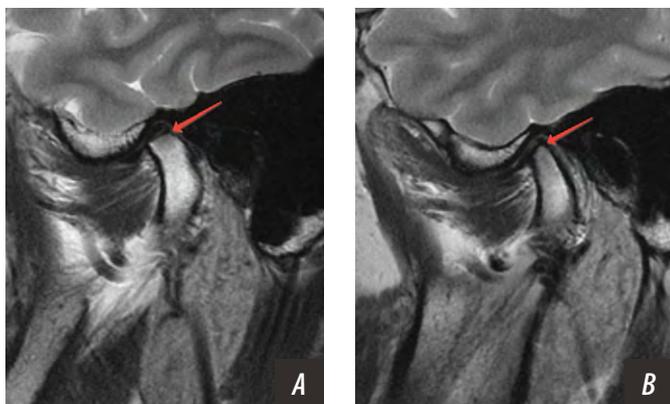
МРТ-исследование ВНЧС справа (А) и слева (В) пациента с акромегалией: визуализируются явления артроза, сочетающиеся с 3-м классом зубочелюстной аномалии
